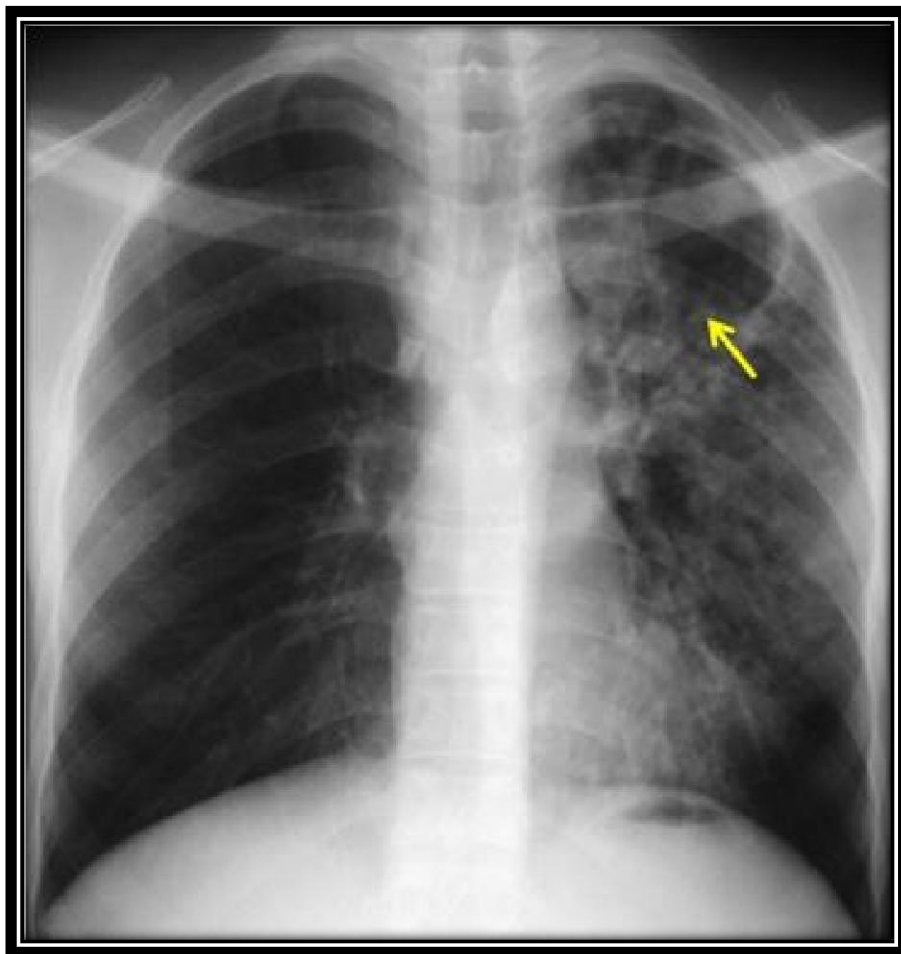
Radiographie de thorax montrant une image cavitaire apicale gauche[67]
